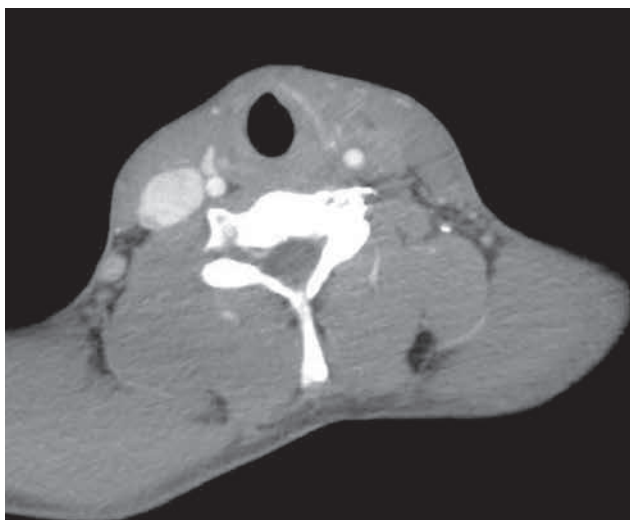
TC y ecografía de cuello.
